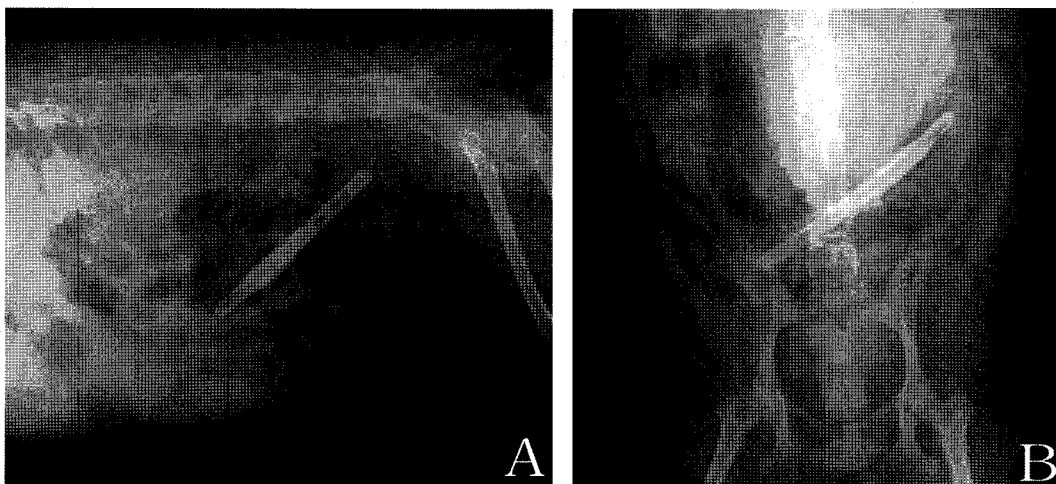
Lateral (A) and ventrodorsal (B) radiography of the abdomen showing the wooden foreign body surrounded by radiopaque material.
